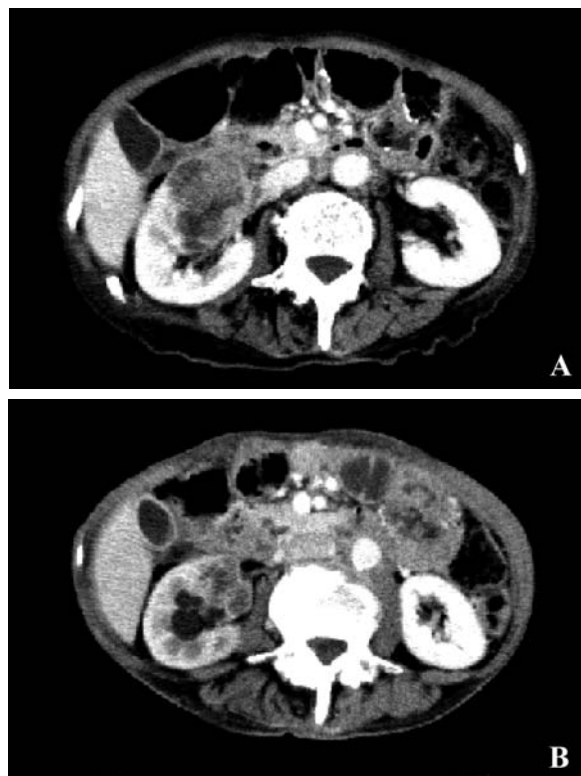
(A) Enhanced computed tomography showed a $48 \times 43 \times 46$ mm right renal mass. (B) The tumor size decreased to $27 \times 23 \times 38$ mm after three courses of chemotherapy.
